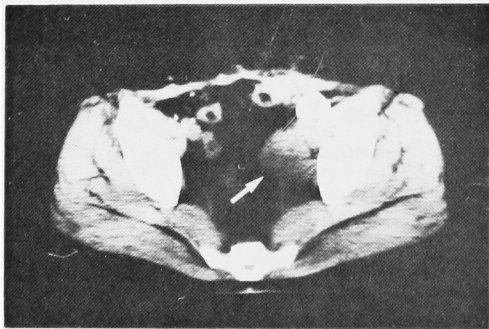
症例1. CTにて骨盤内左側に充実性腫瘤を認める。
